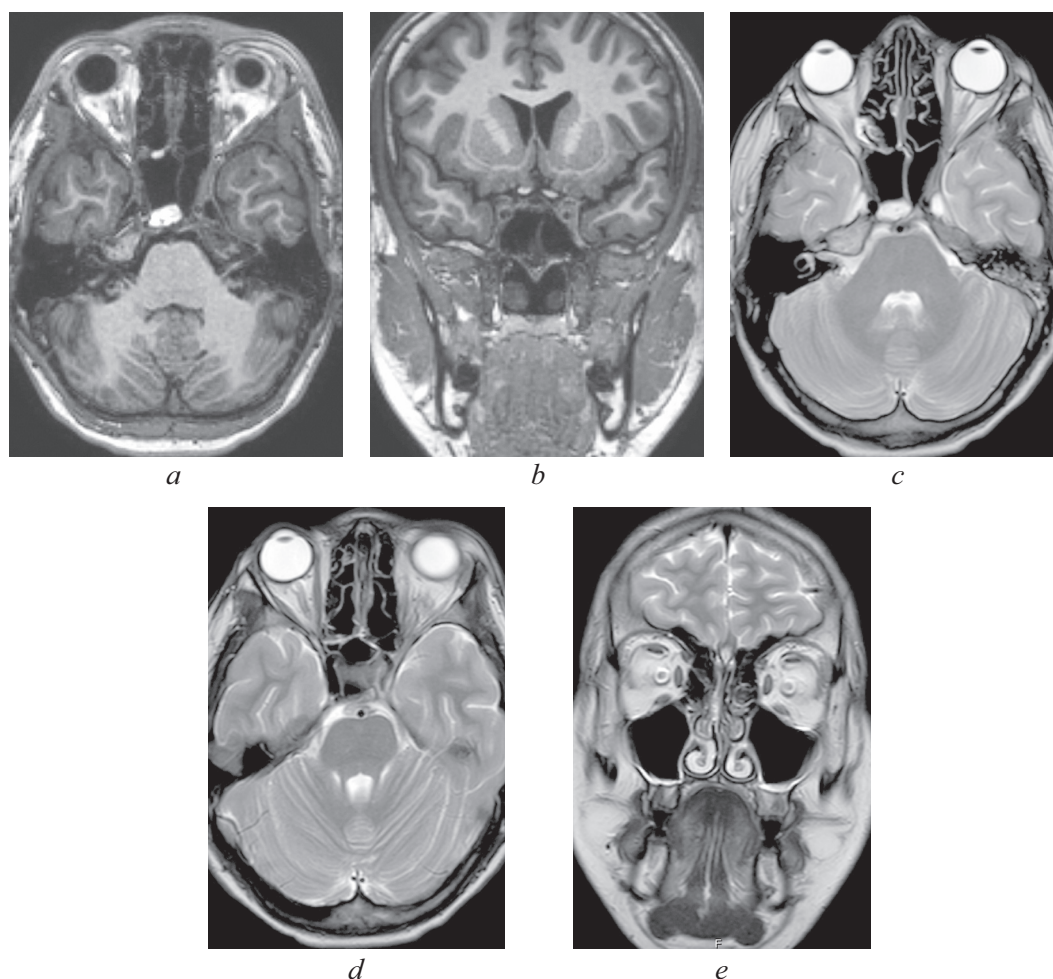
Магниторезонансная томография головного мозга от 24.11.2021: *a* – аксиальная проекция в режиме T1. Пневматизация пазухи клиновидной кости практически полностью восстановлена; *b* – коронарная проекция в режиме T1. Сифоны внутренних сонных артерий имеют одинаковый просвет; *c* – аксиальная проекция в режиме T2. Улучшение пневматизации правой основной пазухи; *d* – аксиальная проекция в режиме T2. Отсутствие экзофтальма левого глаза, купирован отек ретробульбарной клетчатки слева. Увеличение просвета сифона внутренней сонной артерии слева; *e* – коронарная проекция в режиме T2. Пневматизация верхнечелюстной пазухи слева полностью восстановлена
